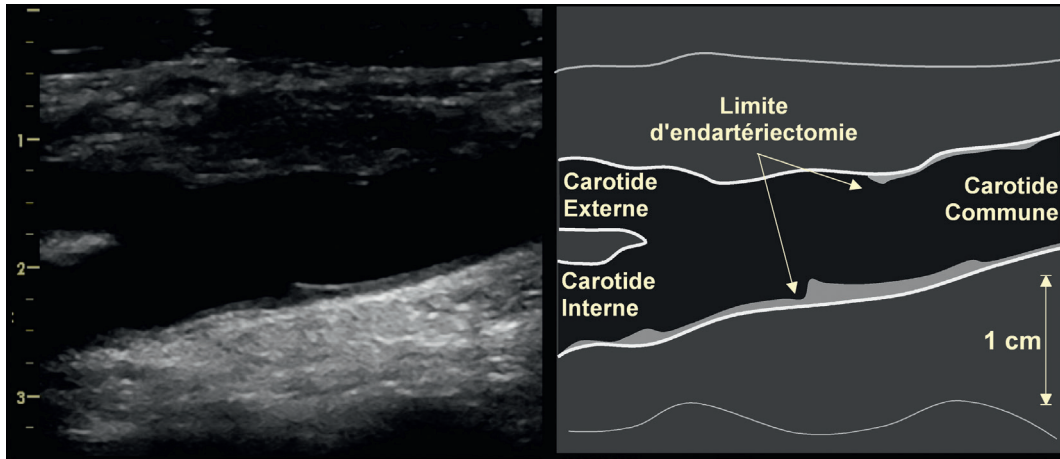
Image échographique, en coupe longitudinale, de la bifurcation carotidienne 2 mois après une endartériectomie. Noter l'aspect en « marche d'escalier » à la limite d'endartériectomie, et la perte du galbe régulier du bulbe carotidien.
